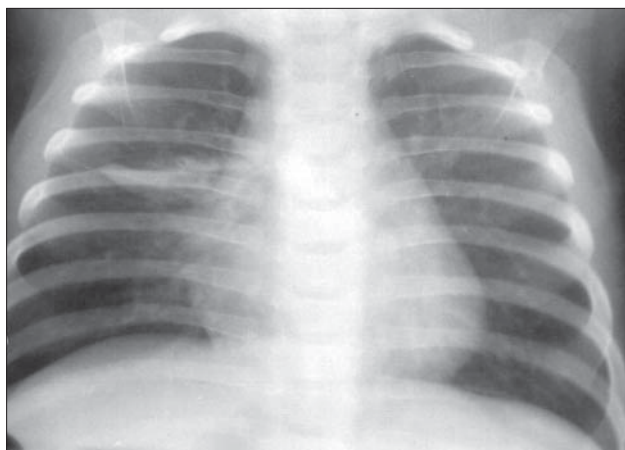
Pleurezie închistată în scizura orizontală. Radiografie toracică PA. Banda opacă orizontală ce se întinde hilar și perihilar drept înspre peretele laterotoracic.
